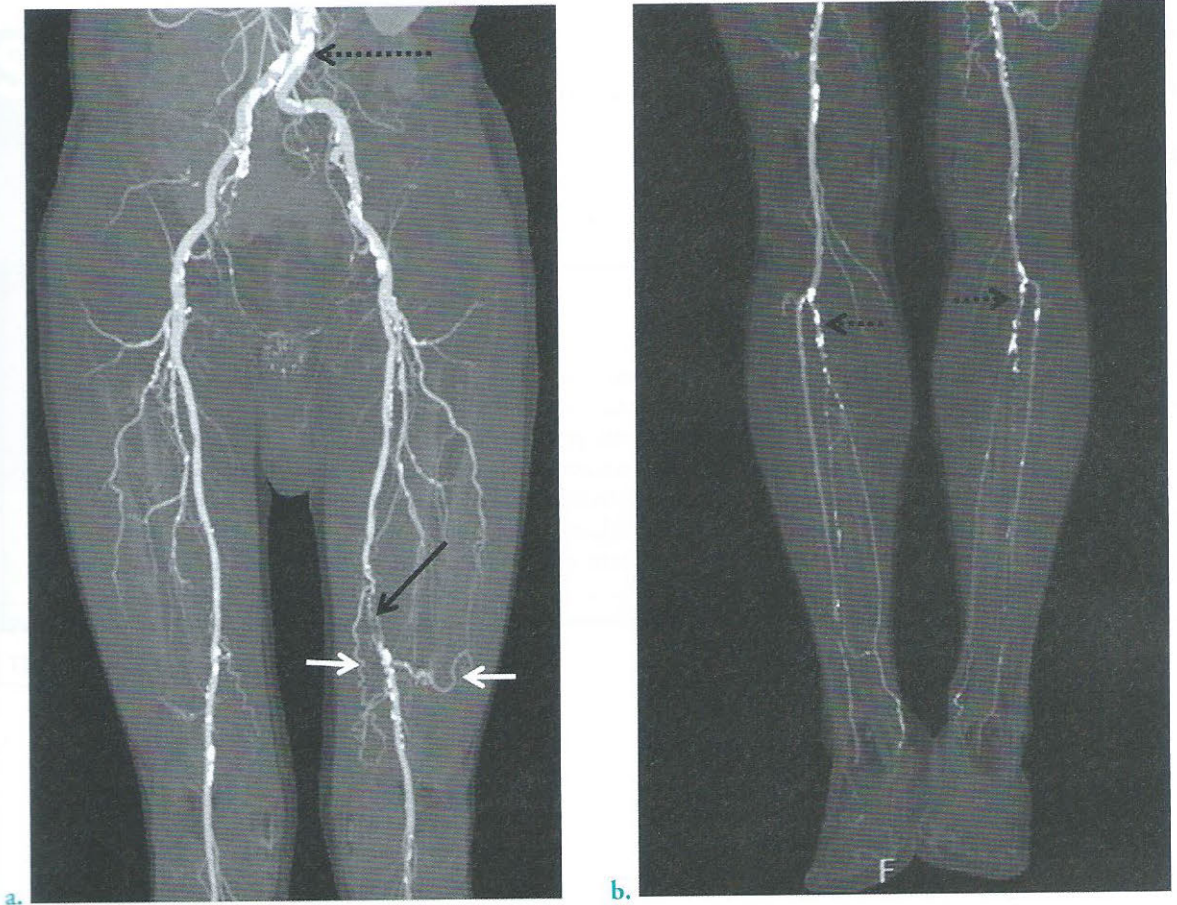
Angio-TDM des membres inférieurs, reconstructions en projection d'intensité maximale dans le plan coronal après suppression osseuse pour le même patient atteint d'AOMI
